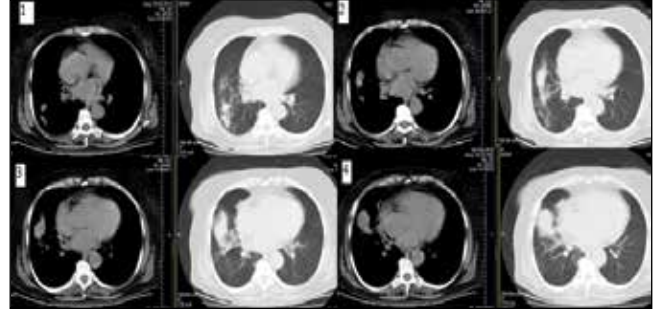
Akciğer grafi normal, toraks bilgisayarlı tomografide sağ intermedier bronş ve alt lob bronş şüpheli görünüm izlenen olgunun bronkoskopik incemesinde sağ intermedier bronş içerisinde mısır tanesi tespit edilen ve çıkarılan olgu.
